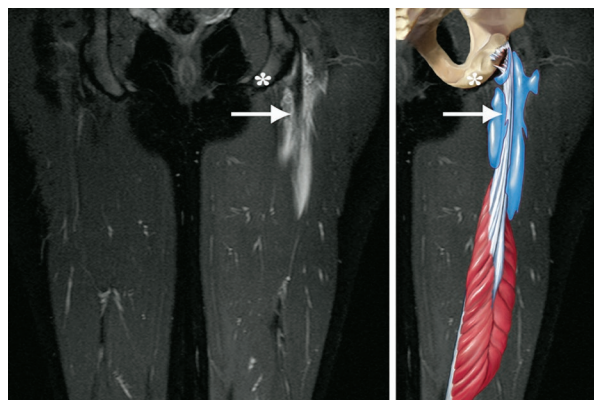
Skan rezonansu magnetycznego pokazujący uraz typu I.
